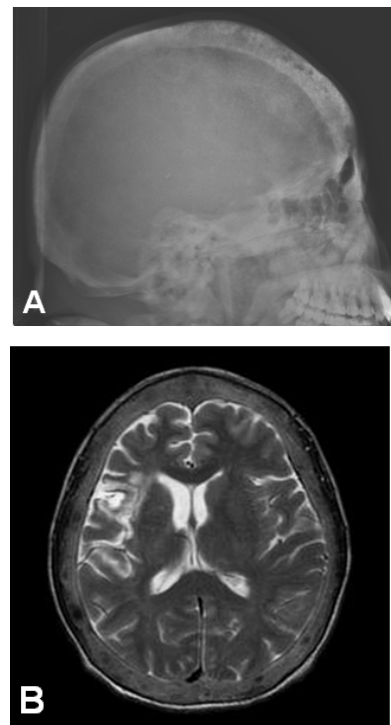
Plain radiograph shows salt and pepper appearance (A). T2-weighted MRI shows enlargement of diploic space in calvarium and multiple hypointense signals in bone marrow (B).
